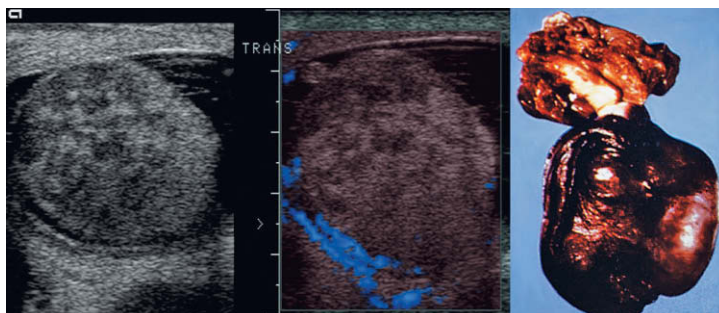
Proyección transversa, visión con Doppler energía y muestra extirpada de un testículo. La ecotextura irregular de forma tosca y la ausencia de flujo en el Doppler energía indican que es un testículo torsionado con un grave compromiso. La muestra pone de manifiesto un testículo con necrosis franca.
